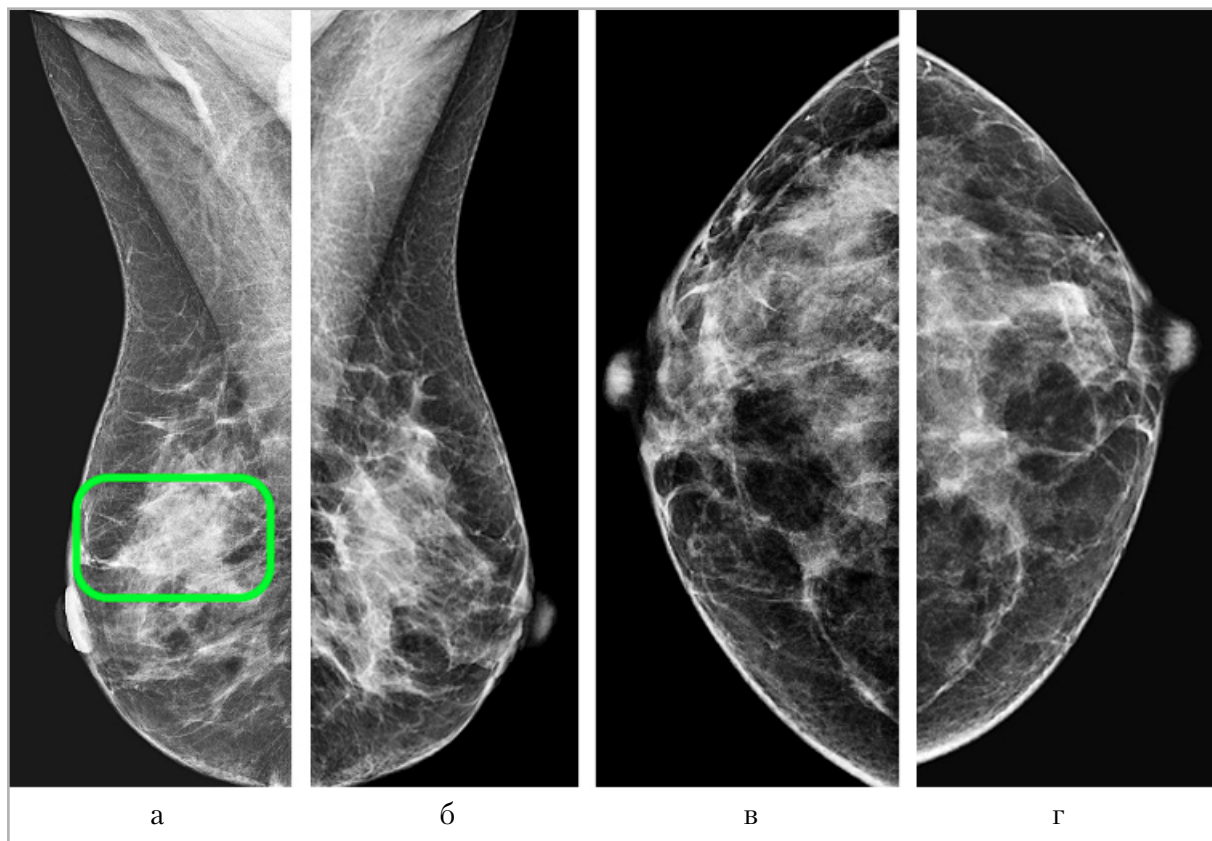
Рентгенограммы обеих МЖ в стандартных проекциях: *а, б* — косая проекция; *в, г* — прямая проекция: зеленым прямоугольником выделен фрагмент фокальной асимметрии правой МЖ без сопутствующих кальцификации и искажений архитектоники, расположенный в верхнем отделе правой МЖ
